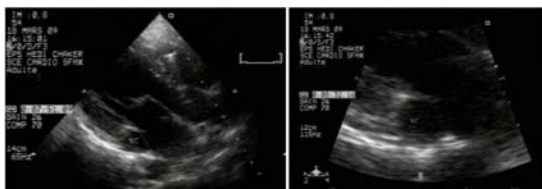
Transthoracic echocardiography (TTE): an image obtained from the parasternal long axis view note the presence of a large coronary sinus
